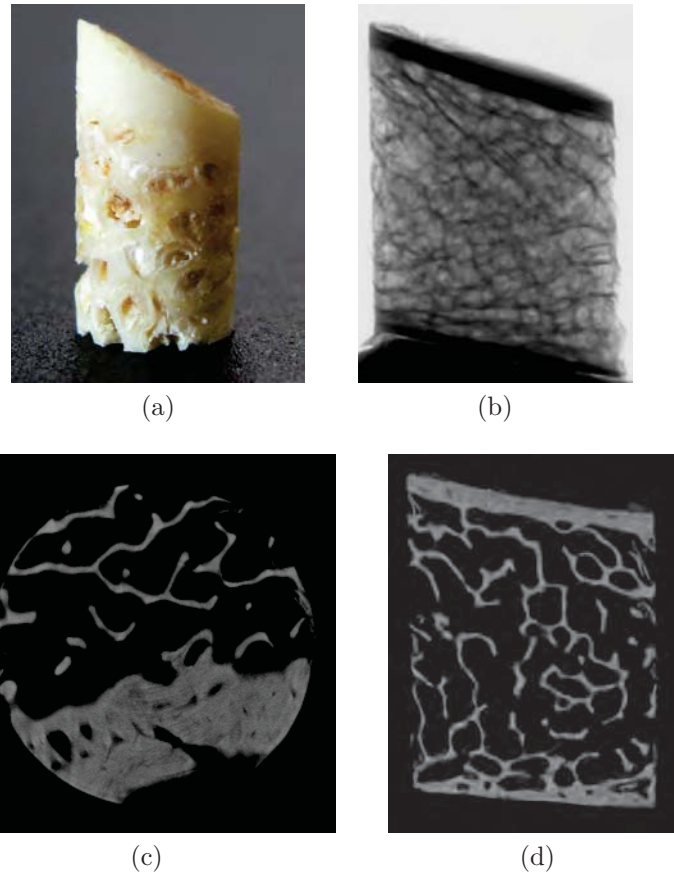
Étape d'acquisition des images par microtomographie d'une biopsie de crête iliaque : (a) Biopsie de crête iliaque; (b) atténuation par les rayons X; (c) reconstruction d'une section axiale; (d) reconstruction d'une section sagittale.
